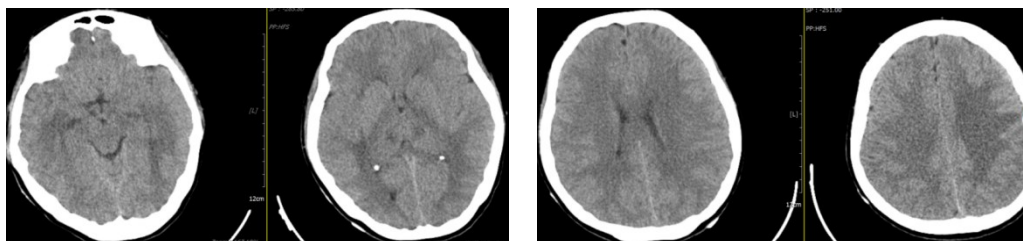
复查头颅CT影像:双侧大脑半球及丘脑密度减低影较前减少,双侧脑室及脑沟回变窄
